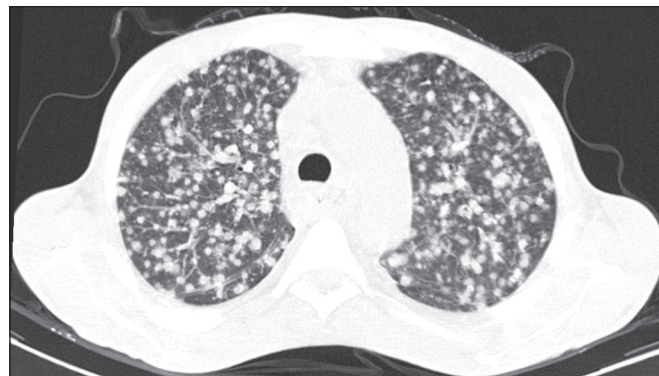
Homem de 34 anos no quarto mês pós-transplante com candidíase disseminada. TC mostra múltiplos nódulos pulmonares.
